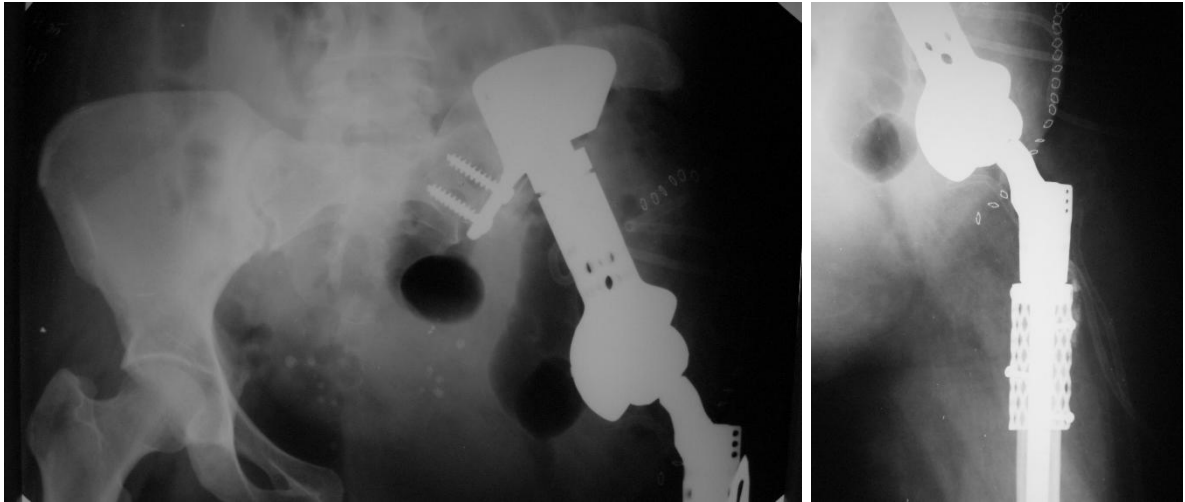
Рентгенограми пацієнтки К., 45 р., № історії хвороби 73490 після виконання резекції кісток тазу тип II-III внаслідок хондросаркоми кісток тазу із заміщенням післярезекційного дефекту індивідуальним ендопротезом.
